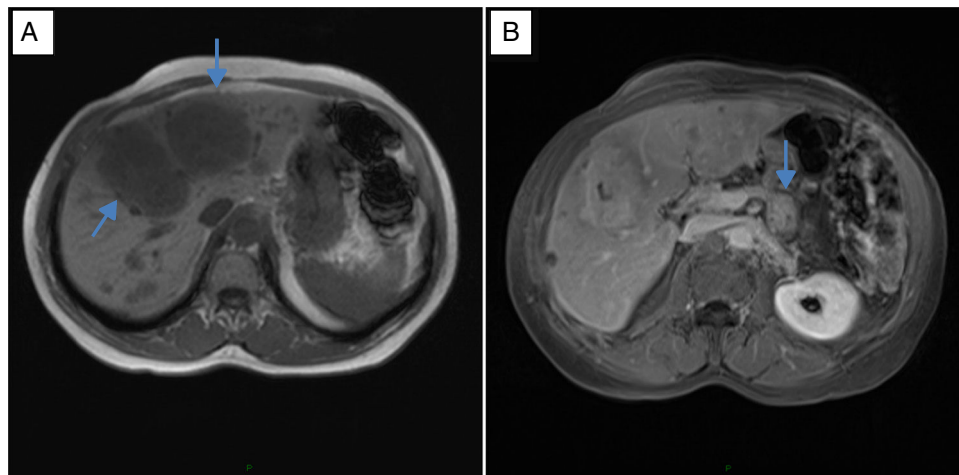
IRM (Imagen por resonancia nuclear magnética) de abdomen. (A). Múltiples lesiones metastásicas en hígado, las de mayor tamaño en el segmento IVA de 6,9 cm y v de 7,4 cm. (B). Lesión tumoral de 2,9 cm en el cuerpo del páncreas.
